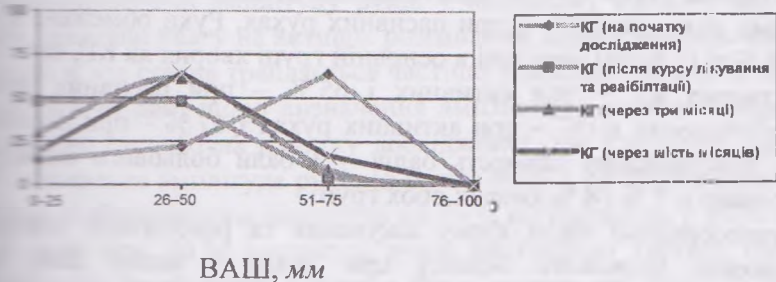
Порівняльна динаміка показників тяжкості ранкової скутості (VAS, мм) у хворих на гонартроз II рентгенологічної стадії КГ
